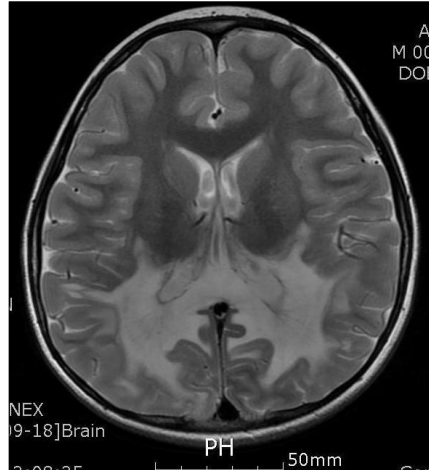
Brain MRI shows demyelinating lesions of both parieto-occipital white matters.
